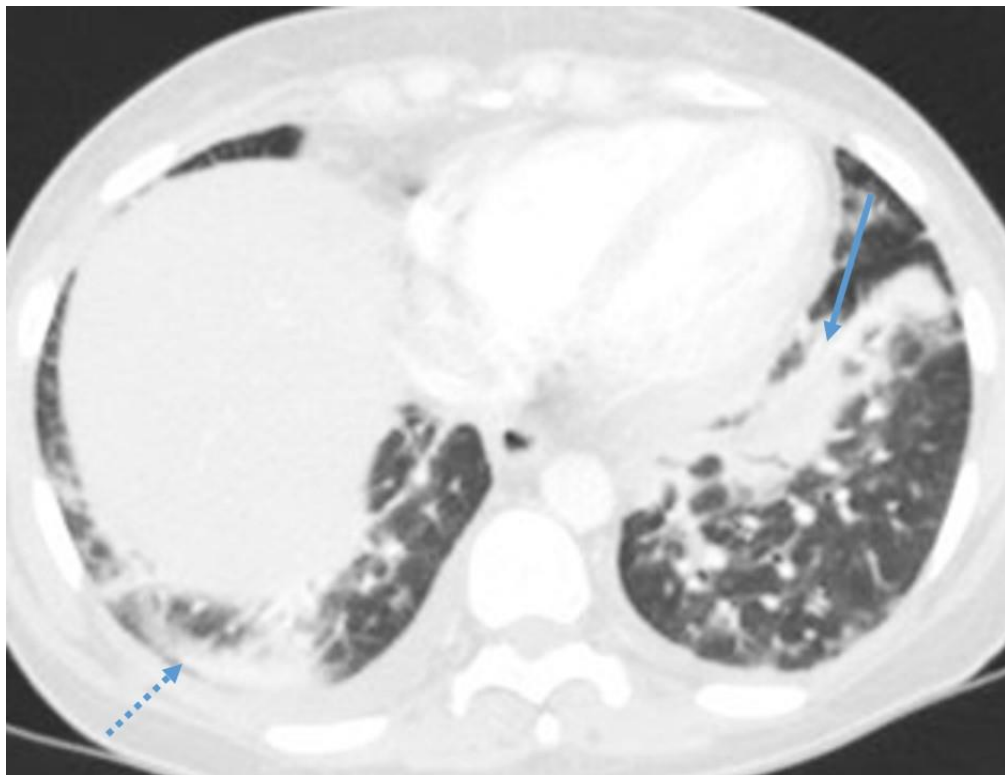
КТ груди, аксиальный срез. Больной бактериальной пневмонией. Отмечается субкортикальное расположение инфильтрации в нижней доле правого легкого (пунктирная стрелка) и преимущественно центральная локализация пневмонии в нижней доле левого легкого (сплошная стрелка)
